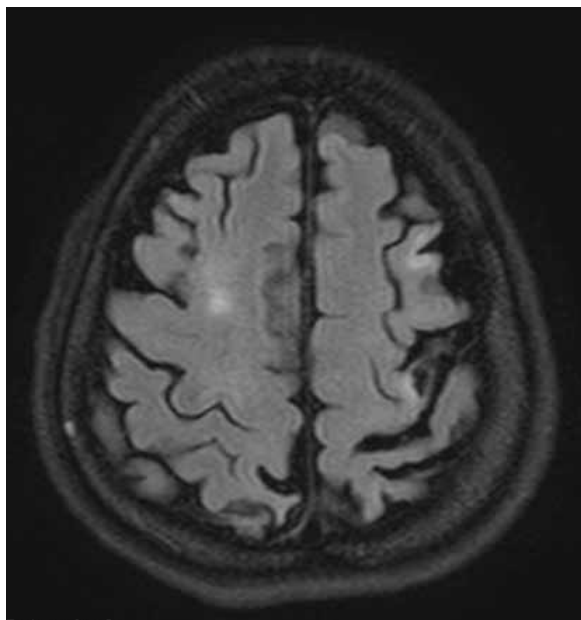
Resonancia Magnética de Cerebro en secuencia FLAIR. Demuestra lesiones isquémicas corticales frontales derechas y una lesión isquémica de sustancia blanca frontal izquierda.
